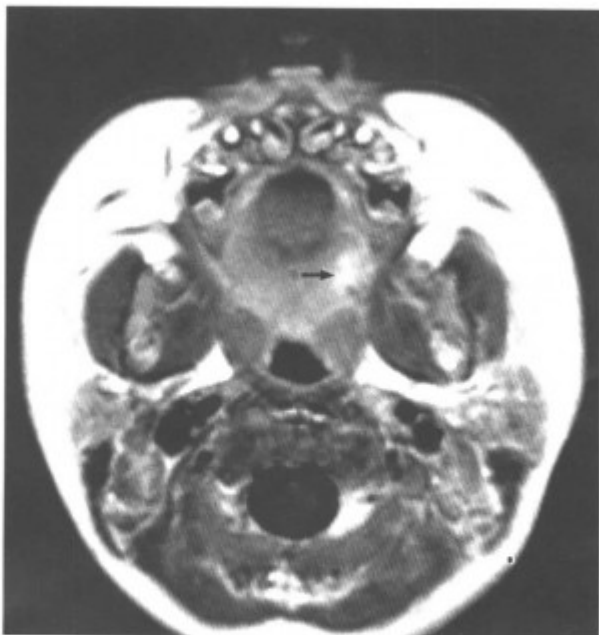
同上病例, MRI-T₁WI 增强扫描肿瘤明显强化〈箭头〉)
